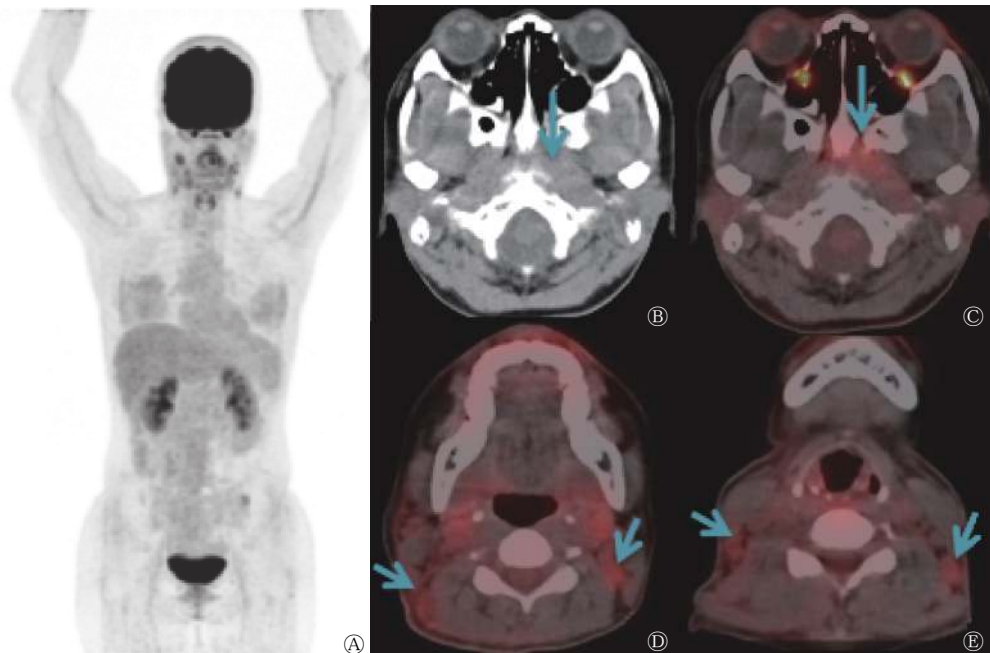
右颈部淋巴结转移性鳞癌患者(女性, 38岁)的¹⁸F-FDG PET/CT显像图 A为全身最大密度投影图; B为CT图, 箭头所示为鼻咽顶后壁原发灶; C~E为PET/CT融合图, 分别示鼻咽顶后壁原发灶(C, 箭头所示)和双侧颈部多发淋巴结转移灶(D、E, 箭头所示)。FDG为氟脱氧葡萄糖; PET为正电子发射断层显像术; CT为计算机断层摄影术
